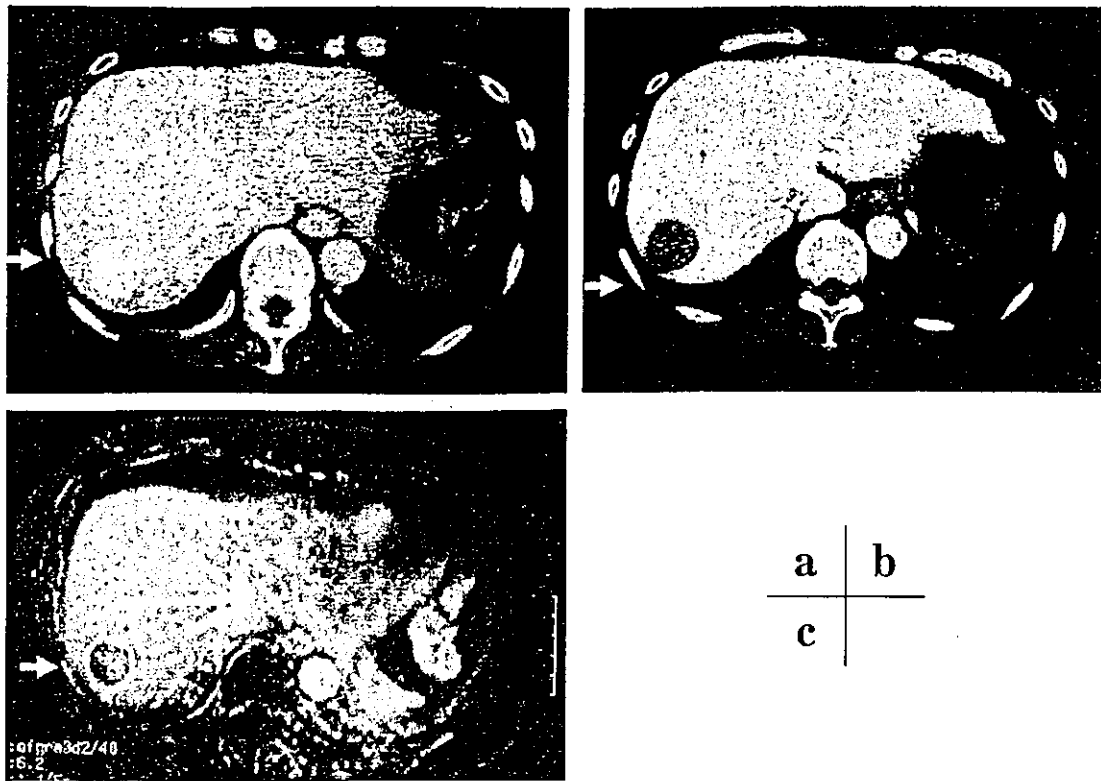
手術前画像所見：腫瘍はCTAにて濃染像を示し，CTAPにて perfusion defect を示した (a, b)。MRI では同部位に皮膜を有する hypervascular tumor を認めた (c)。
